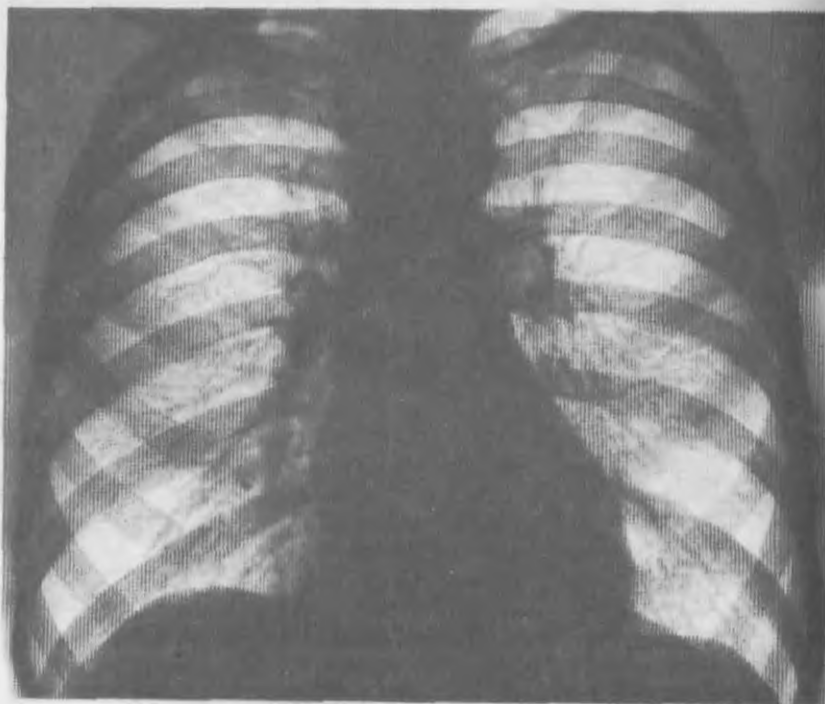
Рентгенограмма легких при силикозе. В обоих легочных полях от тени ключиц до диафрагмы вырисовываются мельчайшие очаговые образования. Небольшое уплотнение корней легких и мелкая сетчатость в прикорневых отделах.
